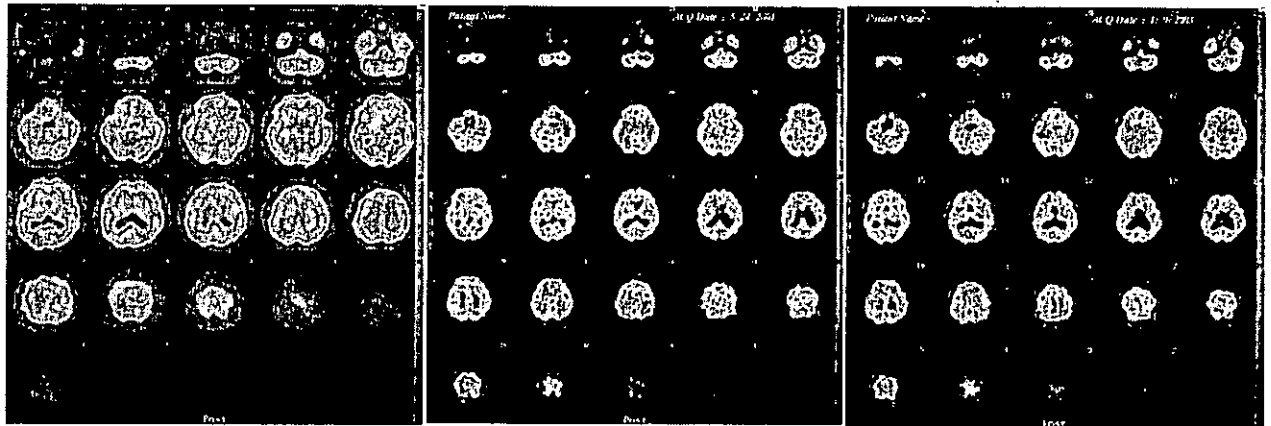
進行期に痴呆症状を呈したパーキンソン病患者の脳血流SPECT (症例2. 左: 55歳時、中: 60歳時、右: 62歳時) ; 55歳時に、すでに後頭葉を含めた全般的な血流低下が認められる。60歳および62歳の脳血流に著しい違いは見られない。いずれも後部型の血流低下パターンを示しており、低下域は後頭葉にまで及んでいる。
